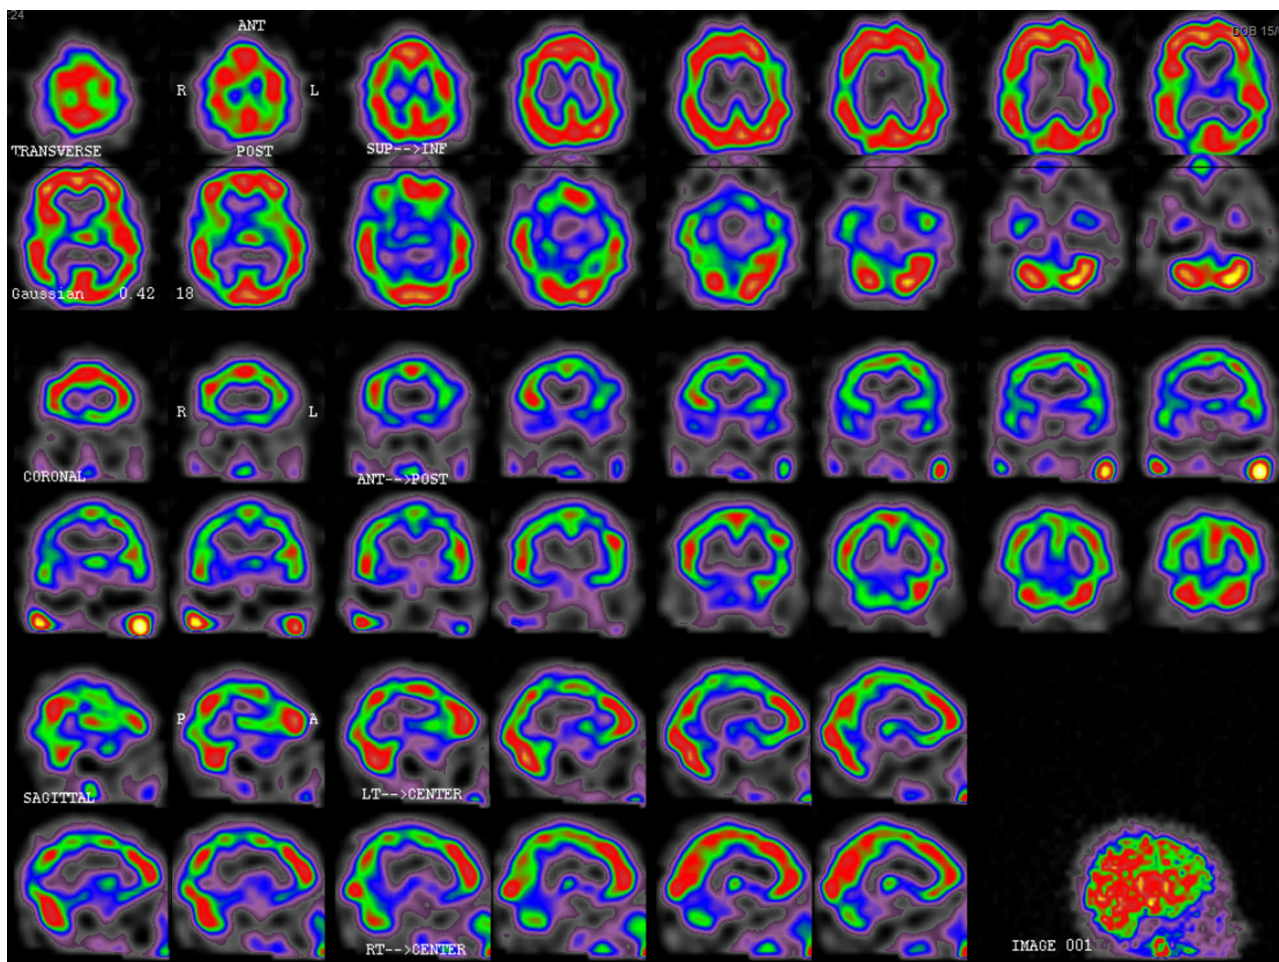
SPECT de control 2 meses tras la resolución clínica: mejoría de la perfusión cortical cerebral con persistencia de leve-moderada hipoperfusión temporoparietal bilateral.
